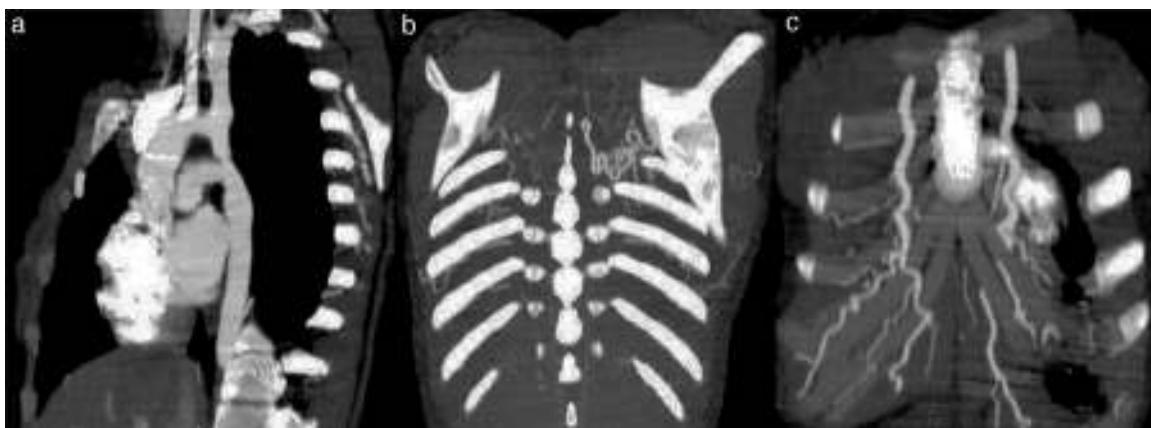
Reformatações MIP de angio-TC do tórax em examinada com coartação da aorta. a) Reformatação sagital demonstrando zona de estenose na região do istmo aórtico, após a emergência da artéria subclávia esquerda. b) e c) Reformatações no plano coronal, evidenciando, respetivamente, aumento de calibre das artérias intercostais e das artérias mamárias internas.
